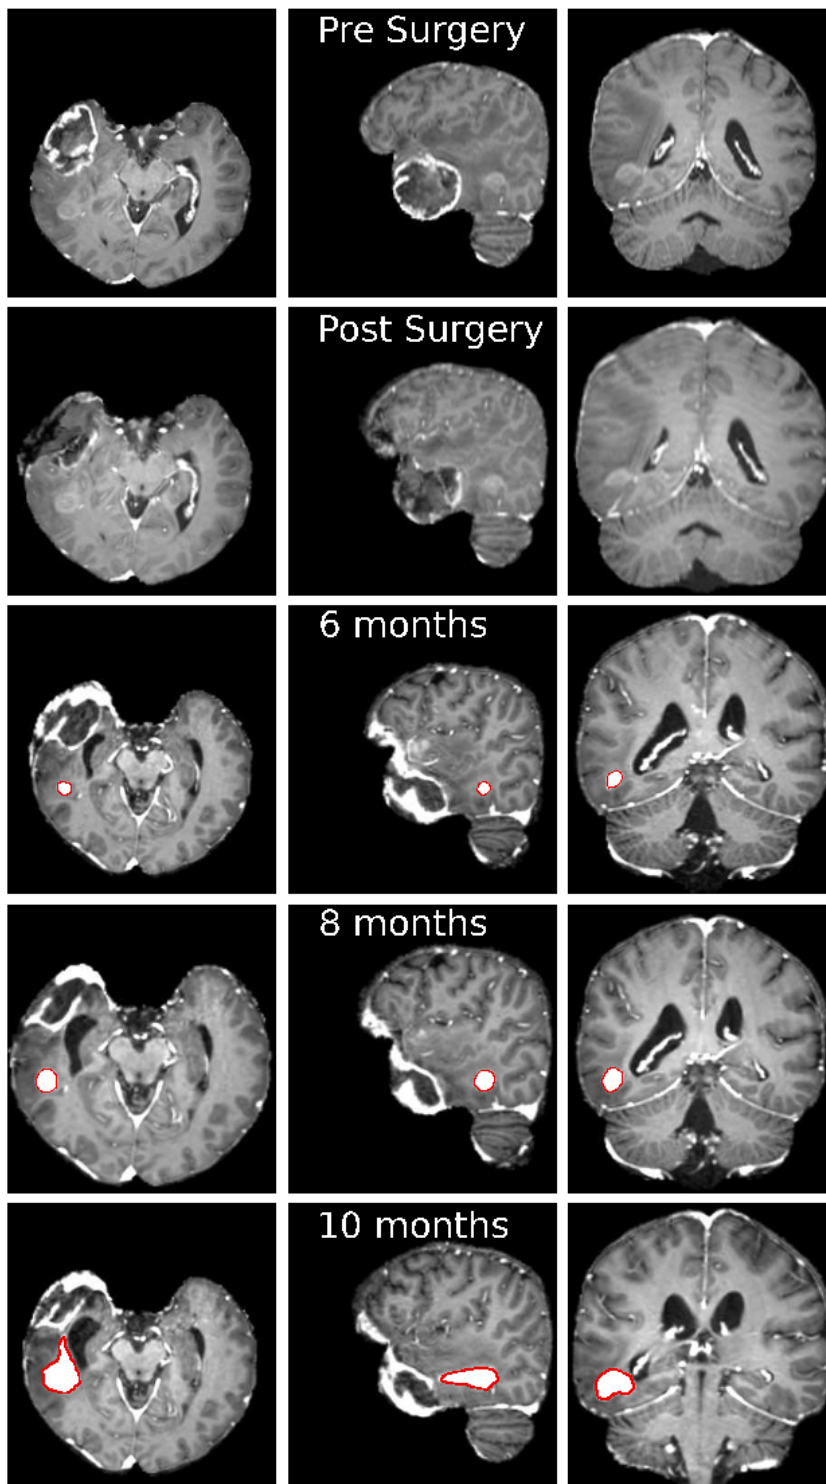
MRT-Aufnahmen der Hirnregion eines Patienten: transversale (linke Spalte), sagittale (mittlere Spalte) und frontale (rechte Spalte) Schnitte zu verschiedenen Zeitpunkten. Die sagittale Ebene ist die sich von vorne nach hinten und von oben nach unten erstreckende Ebene. Die Transversalebene ist die rechtwinklig zur Längsachse liegende Ebene. Erste Reihe: vor der Operation, zweite Reihe: nach der Operation, dritte Reihe: 6 Monate nach der Operation, vierte Reihe: 8 Monate nach der Operation, fünfte Reihe: 10 Monate nach der Operation. Der Rand des Tumors ist rot markiert, und eine Zunahme der Tumormasse ist deutlich zu sehen.
